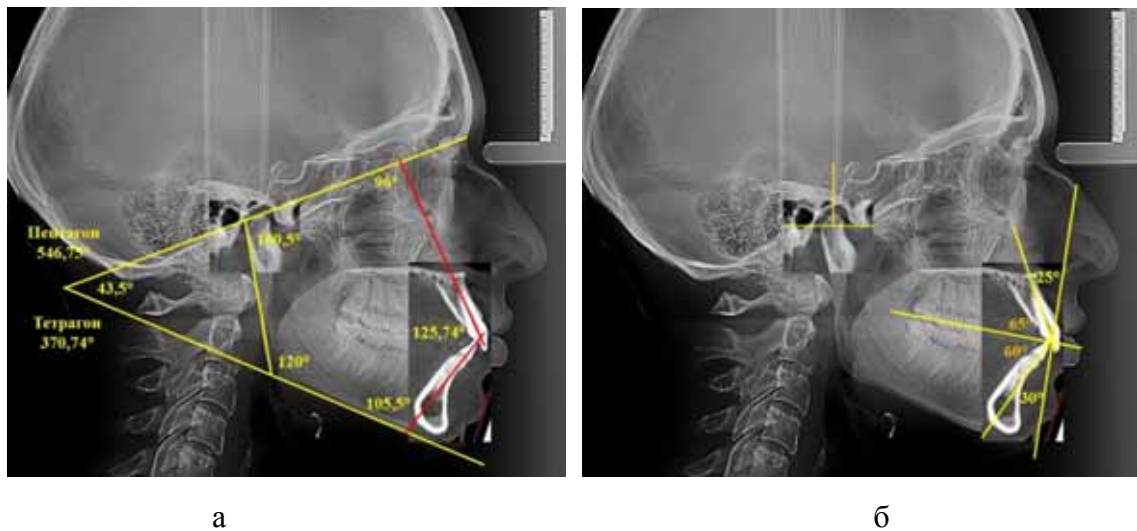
Измерение гнатических углов (а) и оценка положения сустава и резцов (б) на совмещенных рентгенограммах
